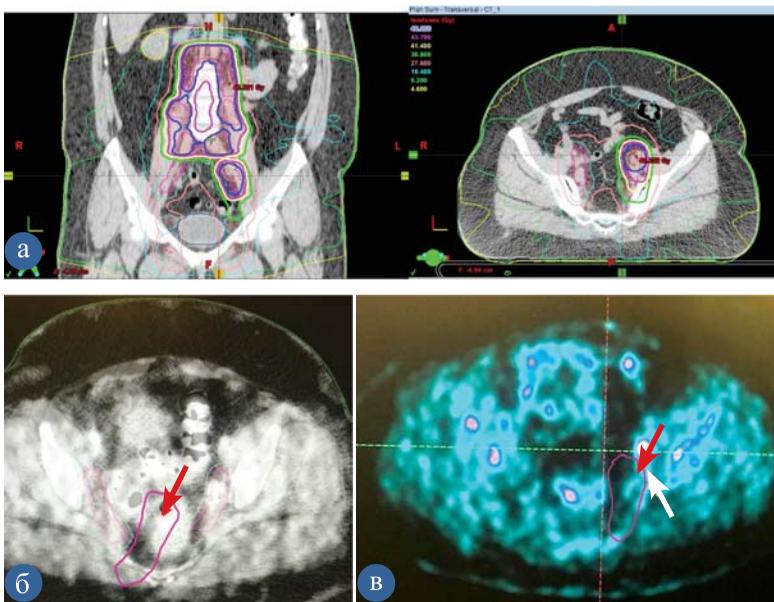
Формирование индивидуальных объемов облучения с использованием технологии совмещения изображений (fusion-технологии) Больная Б., 32 года. Рак шейки матки pT1b1N0M0. Хирургическое лечение. Прогрессирование. Метастазы в парааортальные и общие подвздошные лимфоузлы слева. Частичная регрессия после 6 курсов ПХТ: полная регрессия метастазов в парааортальной зоне; остаточная опухоль в наружных подвздошных лимфатических узлах слева. Конформная лучевая терапия в режиме VMAT (RapidArc) на весь объем таза и парааортальных лимфоузлов до уровня почечных «ножек» (CTV₄₅) РОД 1,8 Гр СОД45 Гр с одновременным интегрированным бустом (SIB₆₀) в режиме IMRT РОД 2,4 Гр в зоне остаточной опухоли 25 фракций СОДэв(EQD2)62 Гр (а). Выбор PTV для CTV₄₅ и SIB₆₀ на основе совмещенных данных КТ-топометрии (б), ПЭТ–КТ(в)
